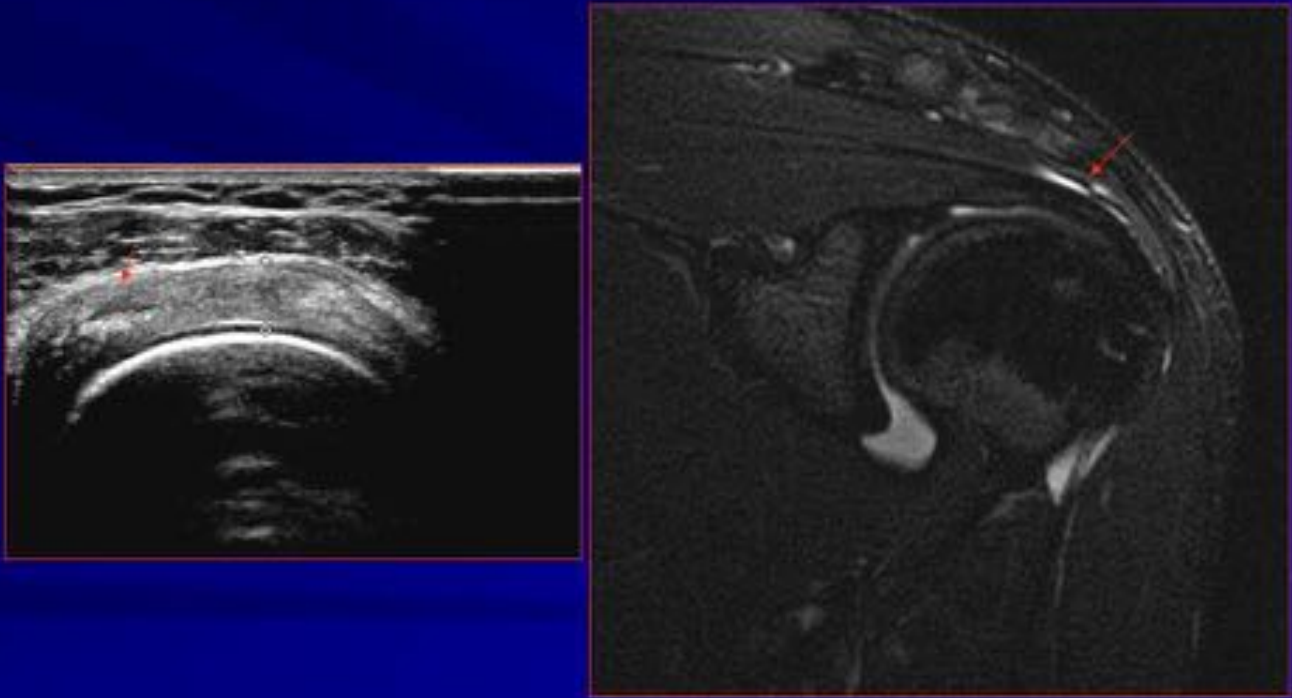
Correlación de la rotura intratendinosa en ecografía y RM.
